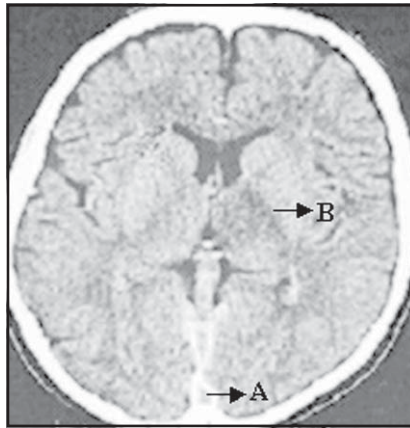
TC - Corte axial, com contraste, evidenciando sinal do delta vazio (A) e lesão hipodensa no tálamo esquerdo (B).
